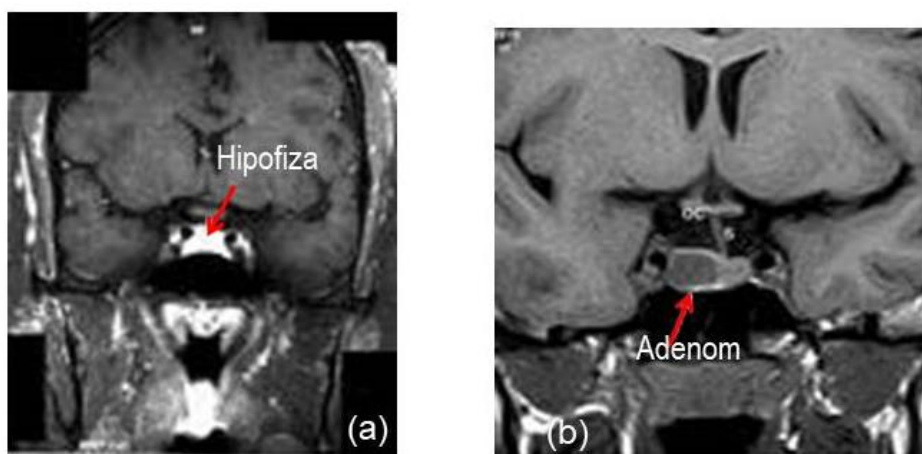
RMN hipofizar: hipofiză normală (a) și macroadenom hipofizar (b)
